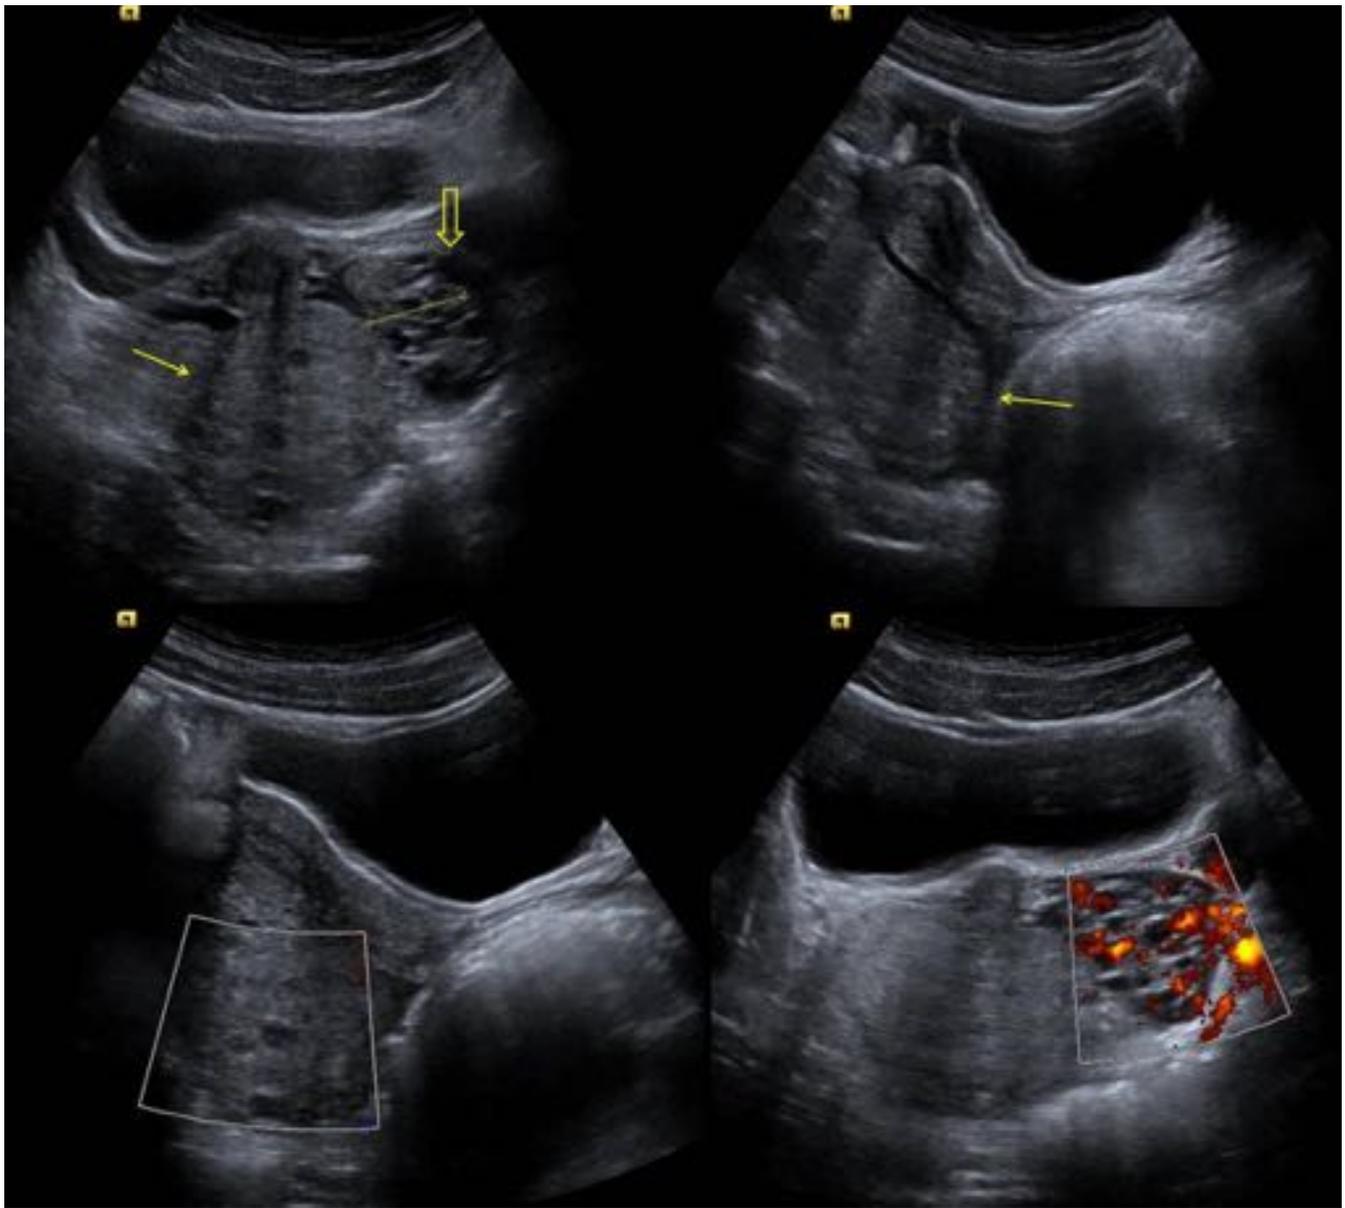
Niña, 12 años dolor pélvico de un día de evolución. Ecografía pélvica en la que se visualiza el ovario derecho (flecha fina) significativamente aumentado de tamaño y de ecogenicidad aumentada respecto al contralateral (flecha gruesa) con múltiples pequeños quistes periféricos "signo del collar de perlas". A la ecografía Doppler el ovario derecho no presenta registro Doppler. Diagnóstico de torsión de ovario.
